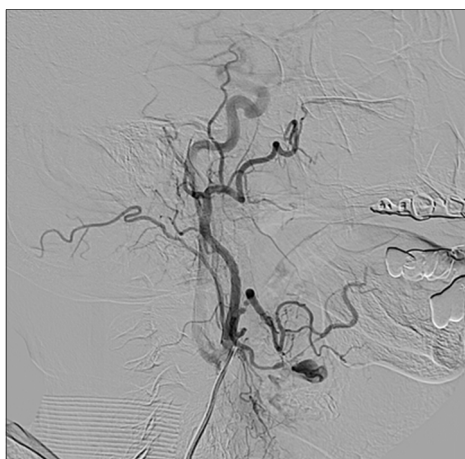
Химиоперфузия правой язычной артерии
